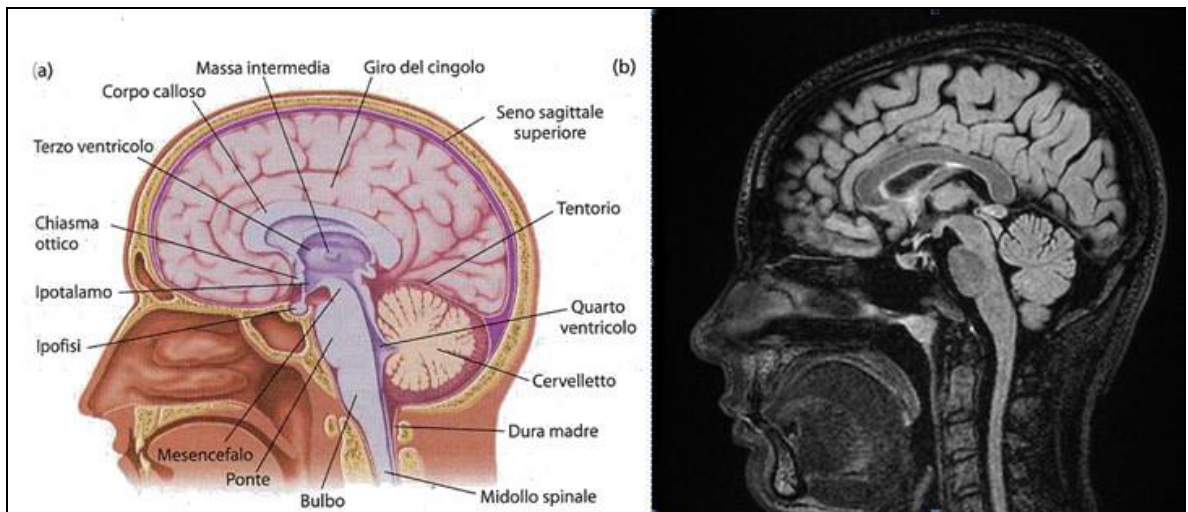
a) disegno e immagine RM b) di una sezione sagittale dell'encefalo: sono riconoscibili il tronco encefalico, il cervelletto e il tratto craniale del midollo spinale.
